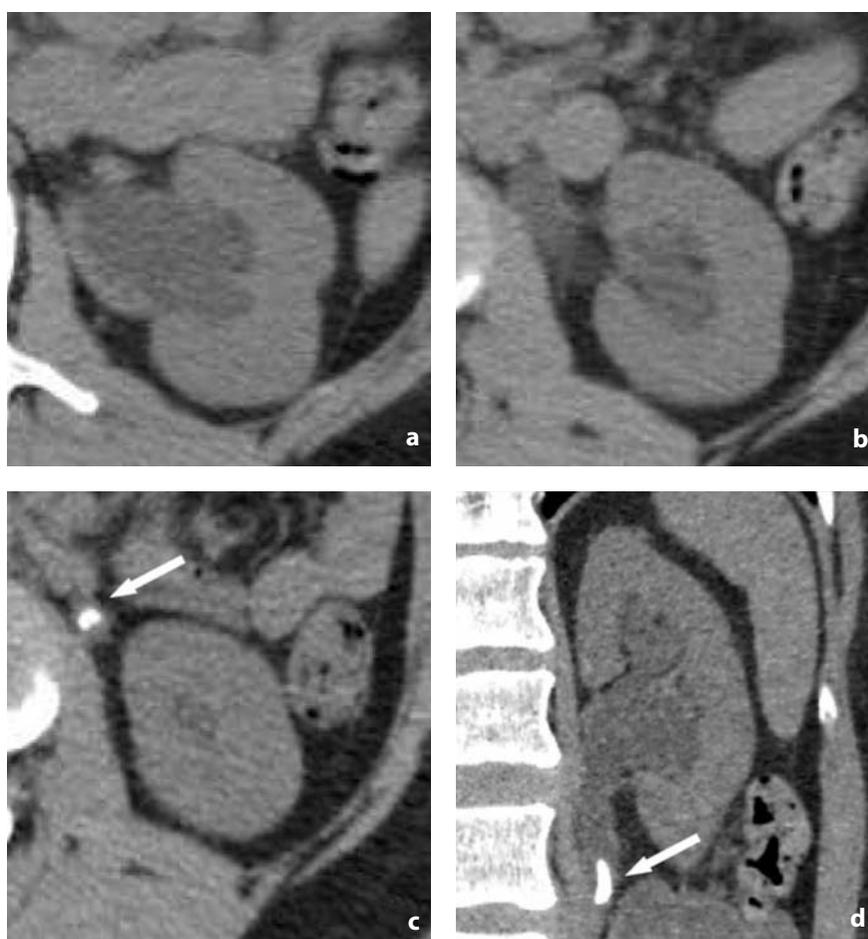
TC senza mdc. Calcolo ureterale (paziente con colica renale sinistra). Dilatazione dei calici, del bacinetto (a), dell'uretere con striatura del grasso periureterale (b) e calcolo (freccia) nel tratto lombare circondato da parete edematosa: segno del rim (c). Nelle ricostruzioni coronali si ha precisa evidenza delle massime dimensioni e della sede del calcolo (freccia) (d)
